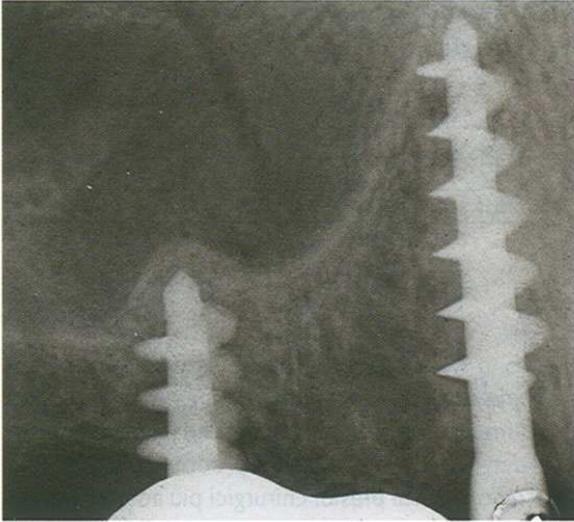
radiografia preoperatoria (19.2.2002).
